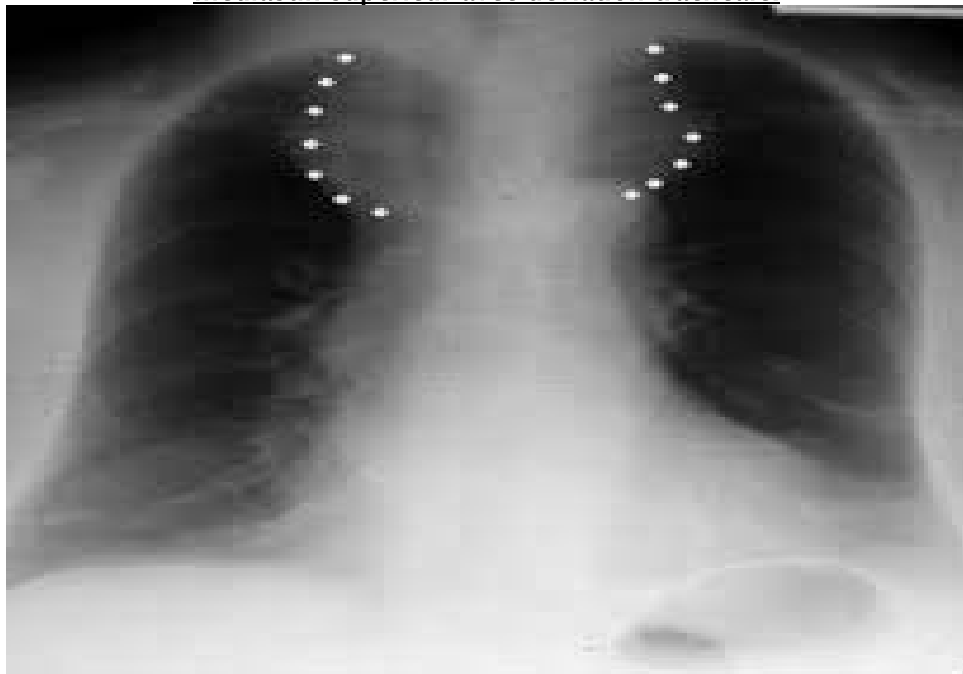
Radiographie thoracique montrant une opacité cervico-médiastinale correspondant à un goitre plongeant.
